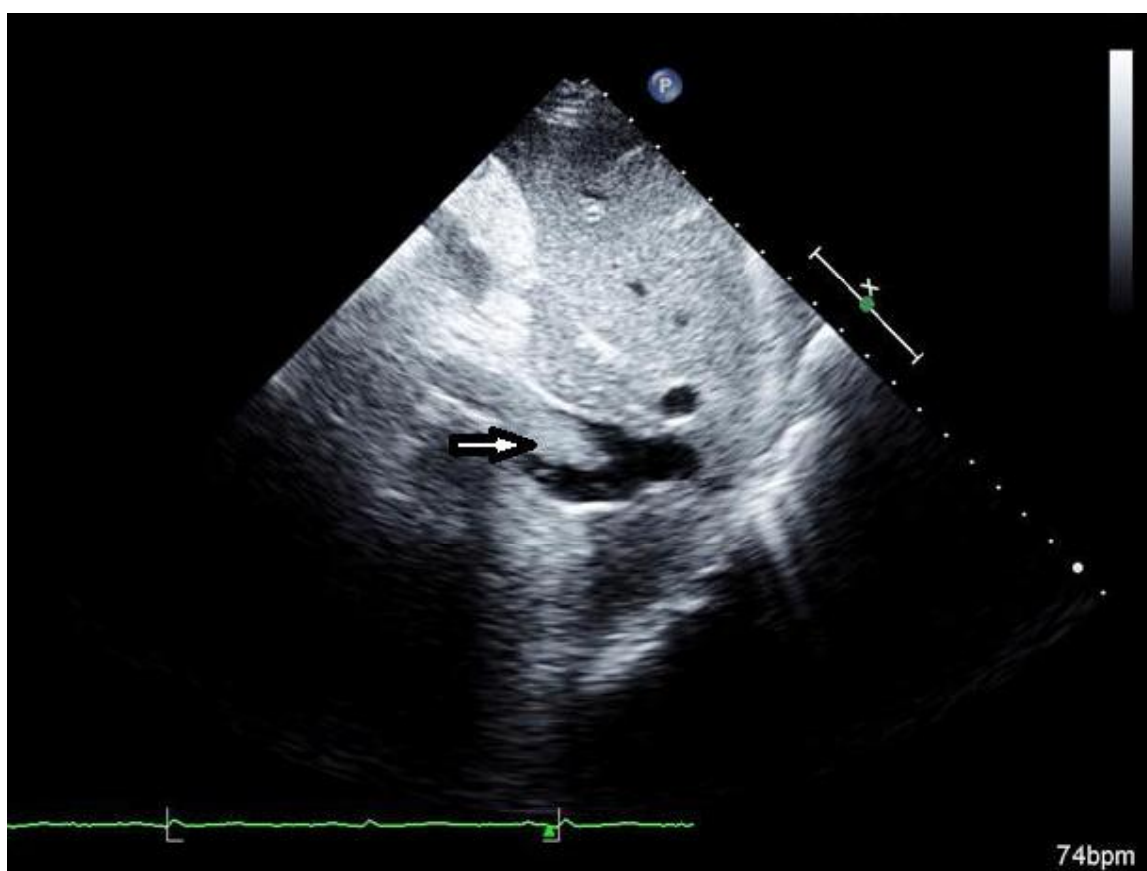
Image échographique de coupe sous costale montrant un thrombus de la veine cave inférieure
